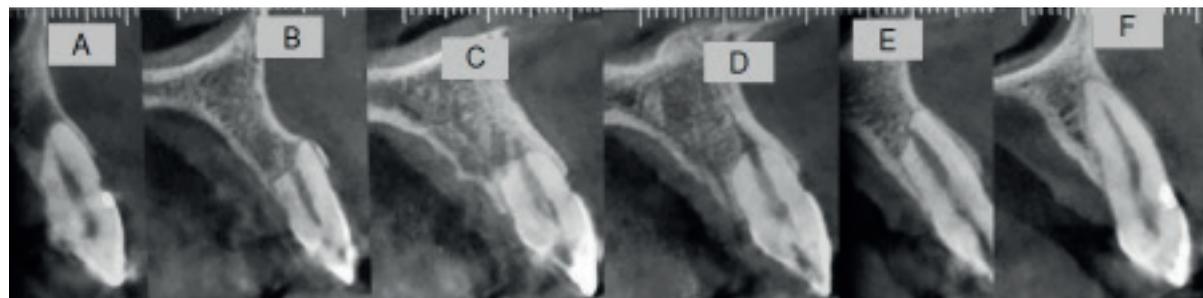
Fotos intraorais em posição frontal e perfil. Bahia, 2021.Figura 3: Radiografia panorâmica pré (A) e pós (B) tratamento ortodôntico.Figura 4: Tomografia computadorizada de feixe cônico, em corte sagital, evidenciando a RRAE nas unidades 13 (A), 12 (B), 11 (C), 21 (D), 22 (E), 23 (F).
